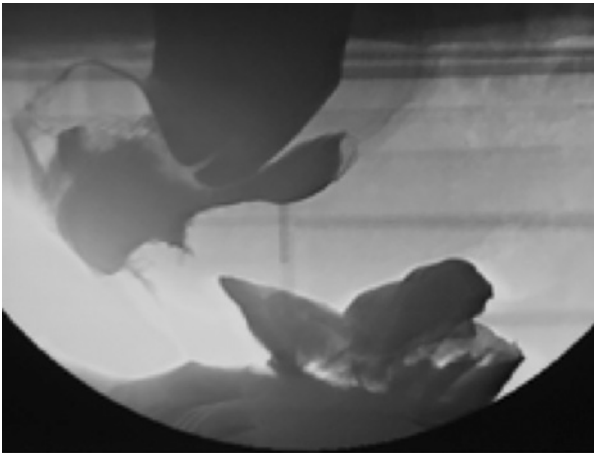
Immagine di Rx cisto-colpo-defecografia al ponzamento: evidenti l'abbassamento del piano perineale, il prolasso rettoanale, il peritoneocele, il cistocele con uretra ben posizionata.
